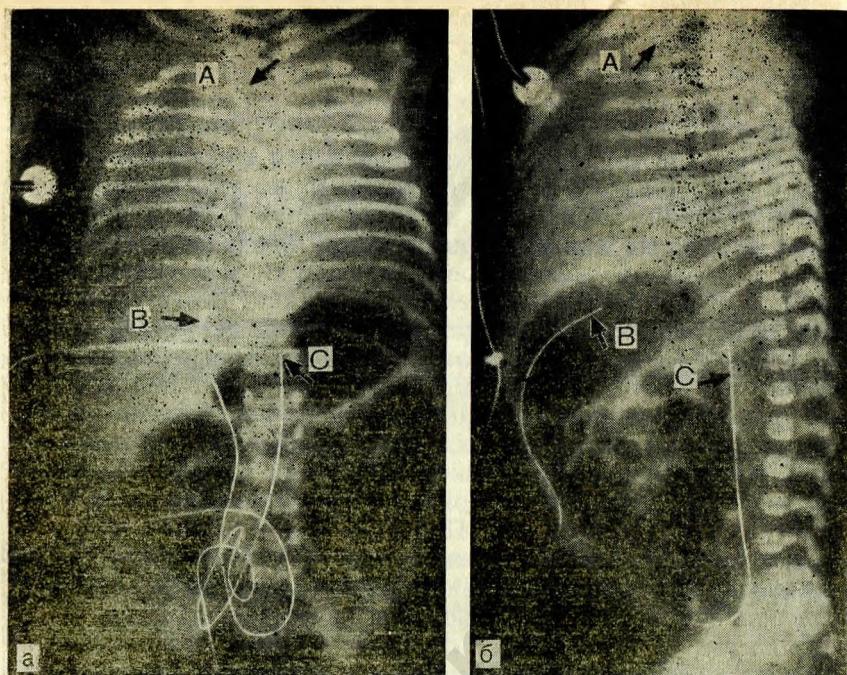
Рентгенограмма новорожденного с болезнью гиалиновых мембранных. Легкие приобрели зернистый вид, бронхи и пищевод заполнены воздухом. Рентгенография в прямой (а) и боковой (б) проекциях необходима для того, чтобы определить местонахождение артериального пупочного и венозного катетеров и необходимый уровень введения последнего. На рентгенограмме в боковой проекции четко виден катетер, введенный в пупочную вену и находящийся в системе воротной вены печени. А — эндотрахеальная трубка; В — венозный катетер в месте соединения пупочной вены, венозного протока и воротной вены; С — артериальный катетер, введенный в аорту до уровня XII грудного позвонка (с разрешения Walter E. Berdon, Babies Hospital).
